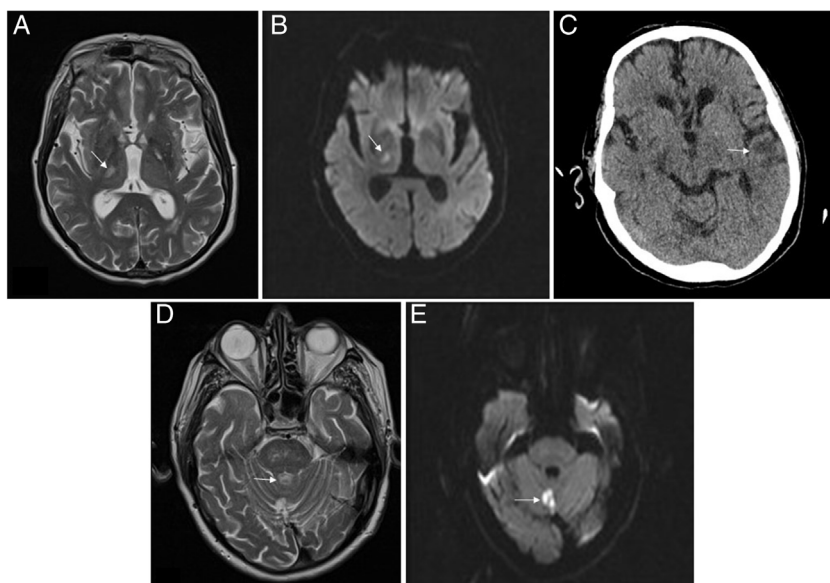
Imágenes de Neurorradiología. A) RM del paciente 2. Lesión hiperintensa en secuencias T2 localizada en núcleos laterales del tálamo/brazo posterior de la cápsula interna derecha, compatible infarto lacunar. B) RM del paciente 2. Imagen de restricción en secuencias de difusión que confirma ictus de imagen previa de evolución aguda/subaguda. C) TAC del paciente 2. Hipodensidad córtico-subcortical en la región temporal izquierda compatible con lesión isquémica. D) RM del paciente 3. Lesión hiperintensa en secuencias T2 localizada en el vérmix cerebeloso compatible con infarto. E) RM del paciente 3. Imagen en secuencia de difusión que identifica un foco de alteración de la señal a nivel del vérmix cerebeloso, la cual restringe en mapa ADC, compatible con infarto agudo/subagudo en la localización descrita en T2 en la imagen previa.
